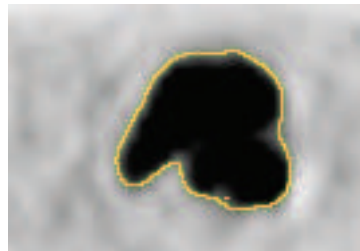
Imagem segmentada com 87% de sensibilidade na PET/CT sobre a imagem de PET (traço amarelo)
